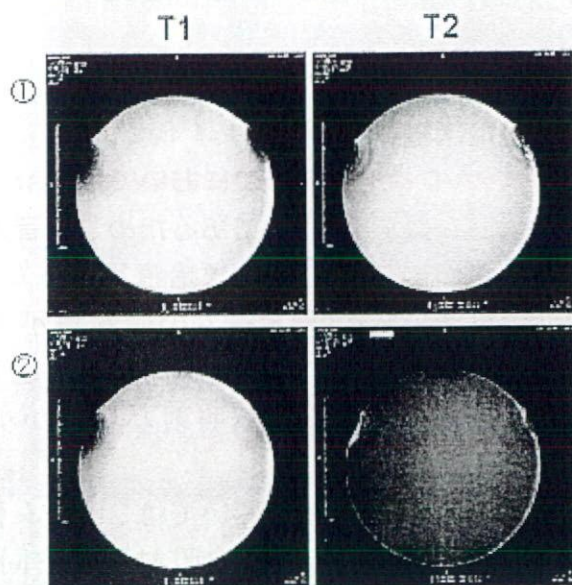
振動子の種類による MRI 画像の見え方の比較
